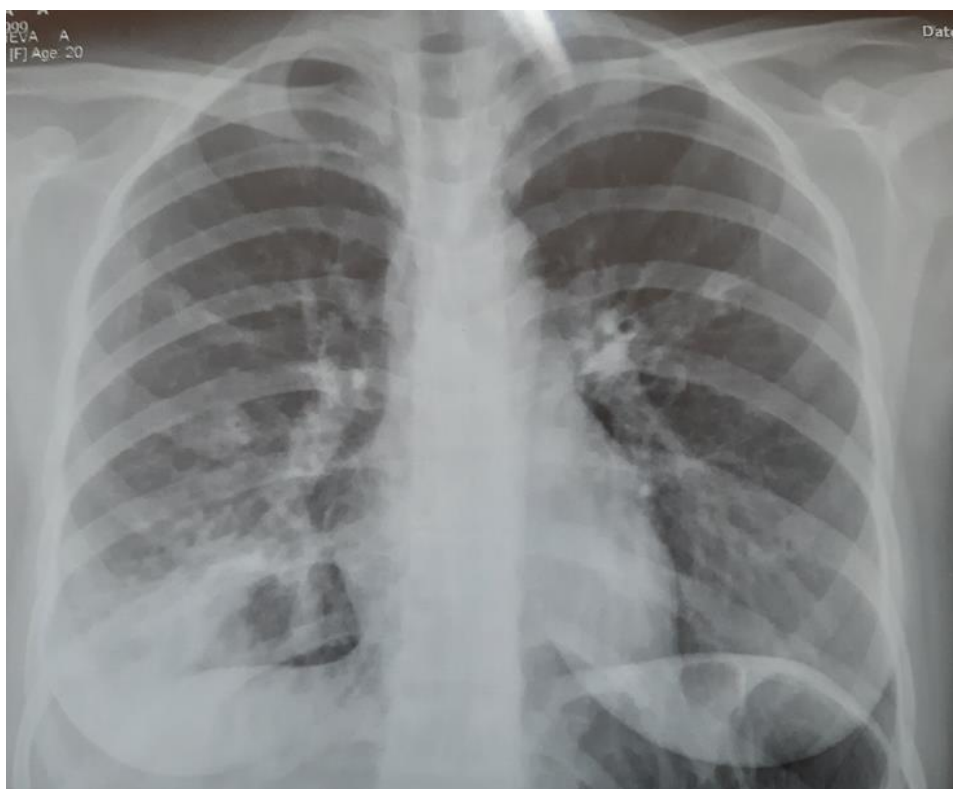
Рентгенограмма повторнобеременной Т., 20 лет, беременность 12 недель. Инфильтративный туберкулёз легких в стадии распада БК (-) Gen. Exert (+) Rif-чув.
